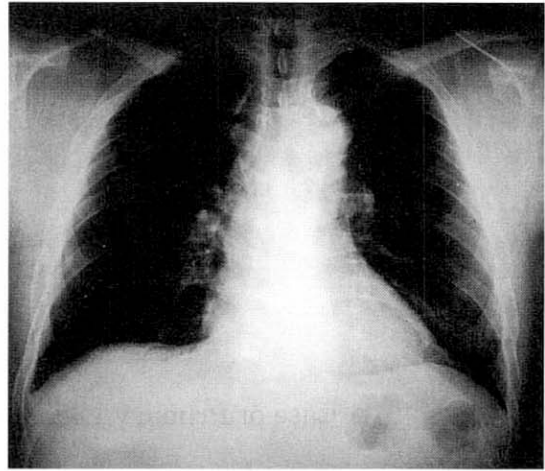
The Chest radiograph showed normal findings.
